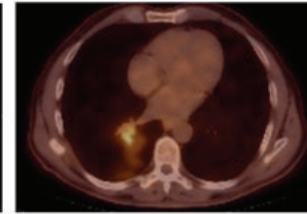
Başvuru anında BT lezyonun kesiti
